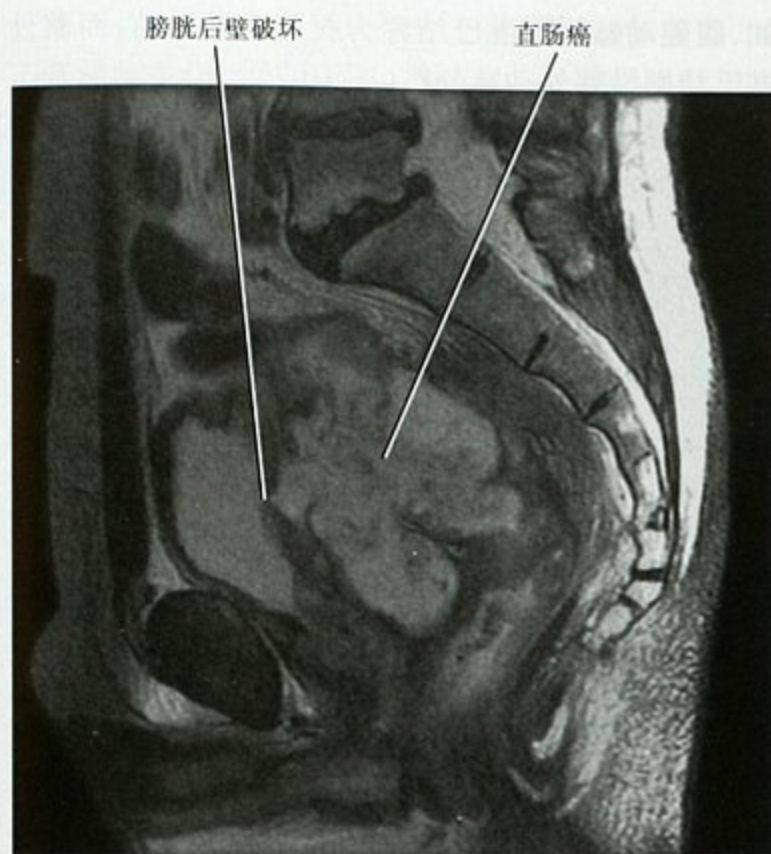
盆腔 MRI 矢状面 T2WI 可见直肠癌直接侵犯膀胱
